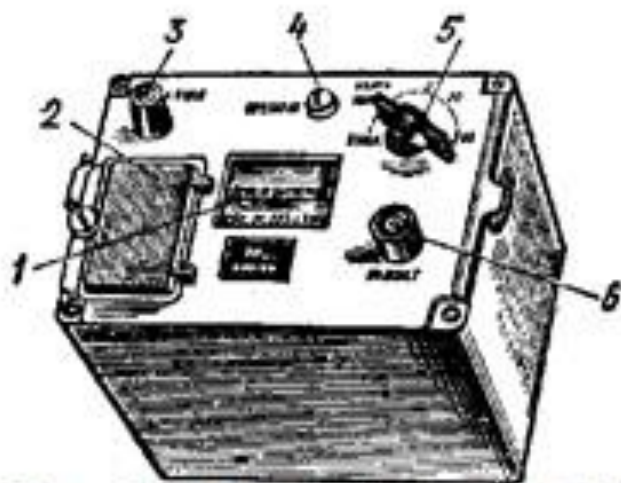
Рентгенометр ДП-2
